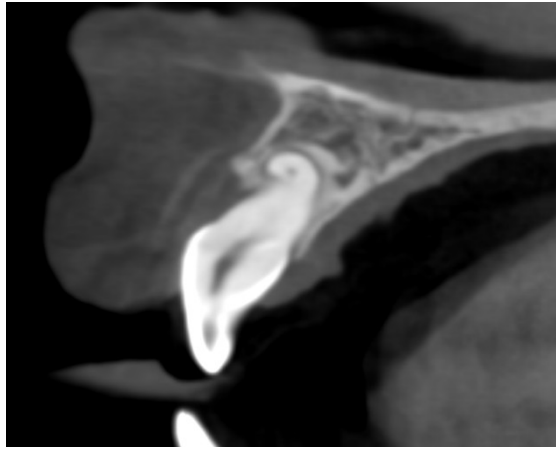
CBCT inicial y Rx panorámica.
